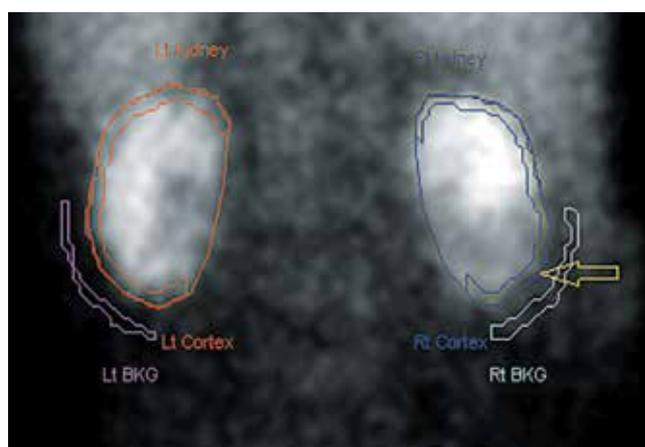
Динамическая нефросцинтиграфия через 1 мес после оперативного лечения (стрелкой указана зона резекции)
